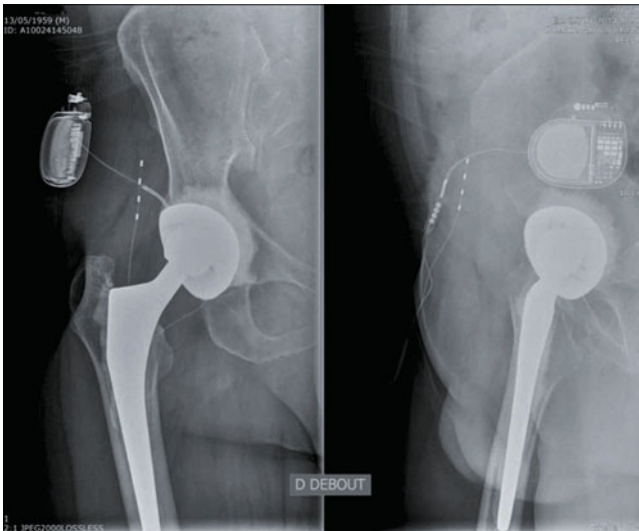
Radiographie de face et de profil d'une électrode stimulant le nerf cutané latéral de la cuisse avec l'extension et le neurostimulateur.
